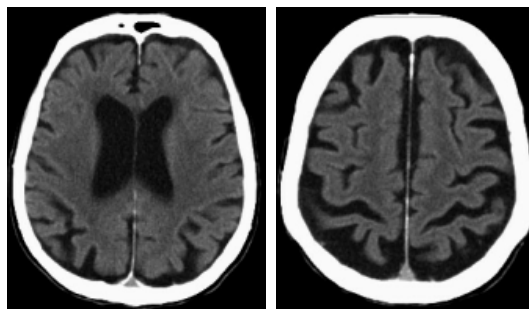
2 coupes axiales d'une TDM cérébrale. Atrophie cortico-sous-corticale diffuse « physiologique » pour l'âge (80 ans) : élargissement des scissures corticales et des ventricules latéraux (89)
